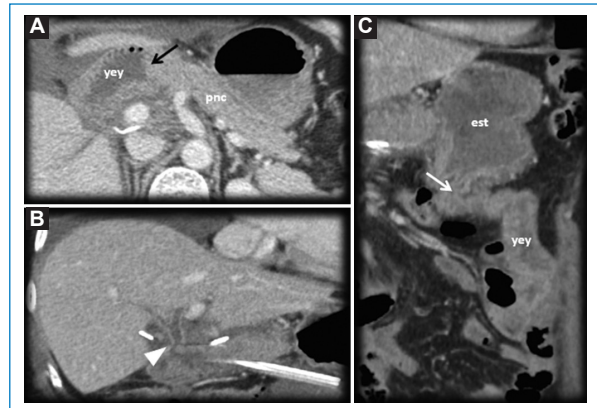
Paciente de sexo femenino, de 63 años. Antecedente de ampuloma. Técnica de pancreatoduodenectomía o cirugía de Whipple. TC en fase venosa. A: corte axial. B y C: MPR coronal. Cambios posquirúrgicos de una operación de Whipple. A: anastomosis pancreatoyeyunal (flecha). B: anastomosis hepatoyeyunal (punta de flecha). C: anastomosis gastroyeyunal (flecha). est: estómago; pnc: páncreas; yey: yeyuno.
